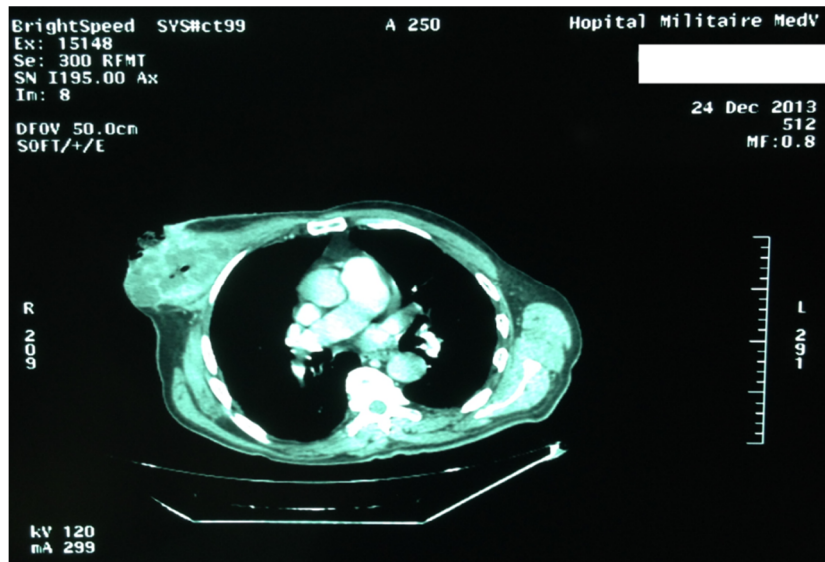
TDM thoracique en coupe transversale objectivant une tumeur du sein droit.
